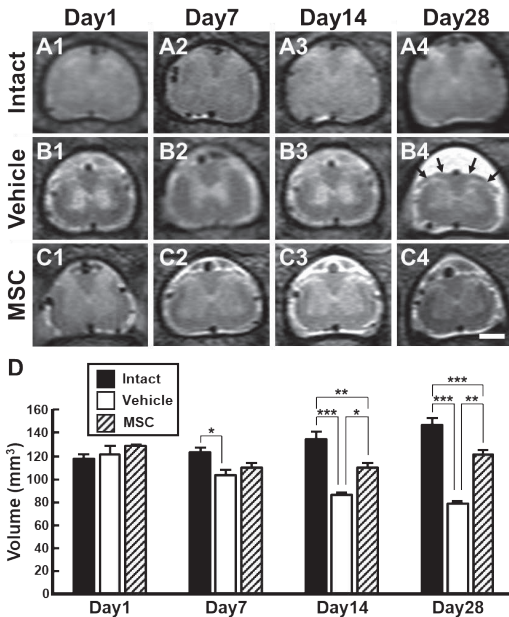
in vivo MRIによる脊髄体積の経時的変化
